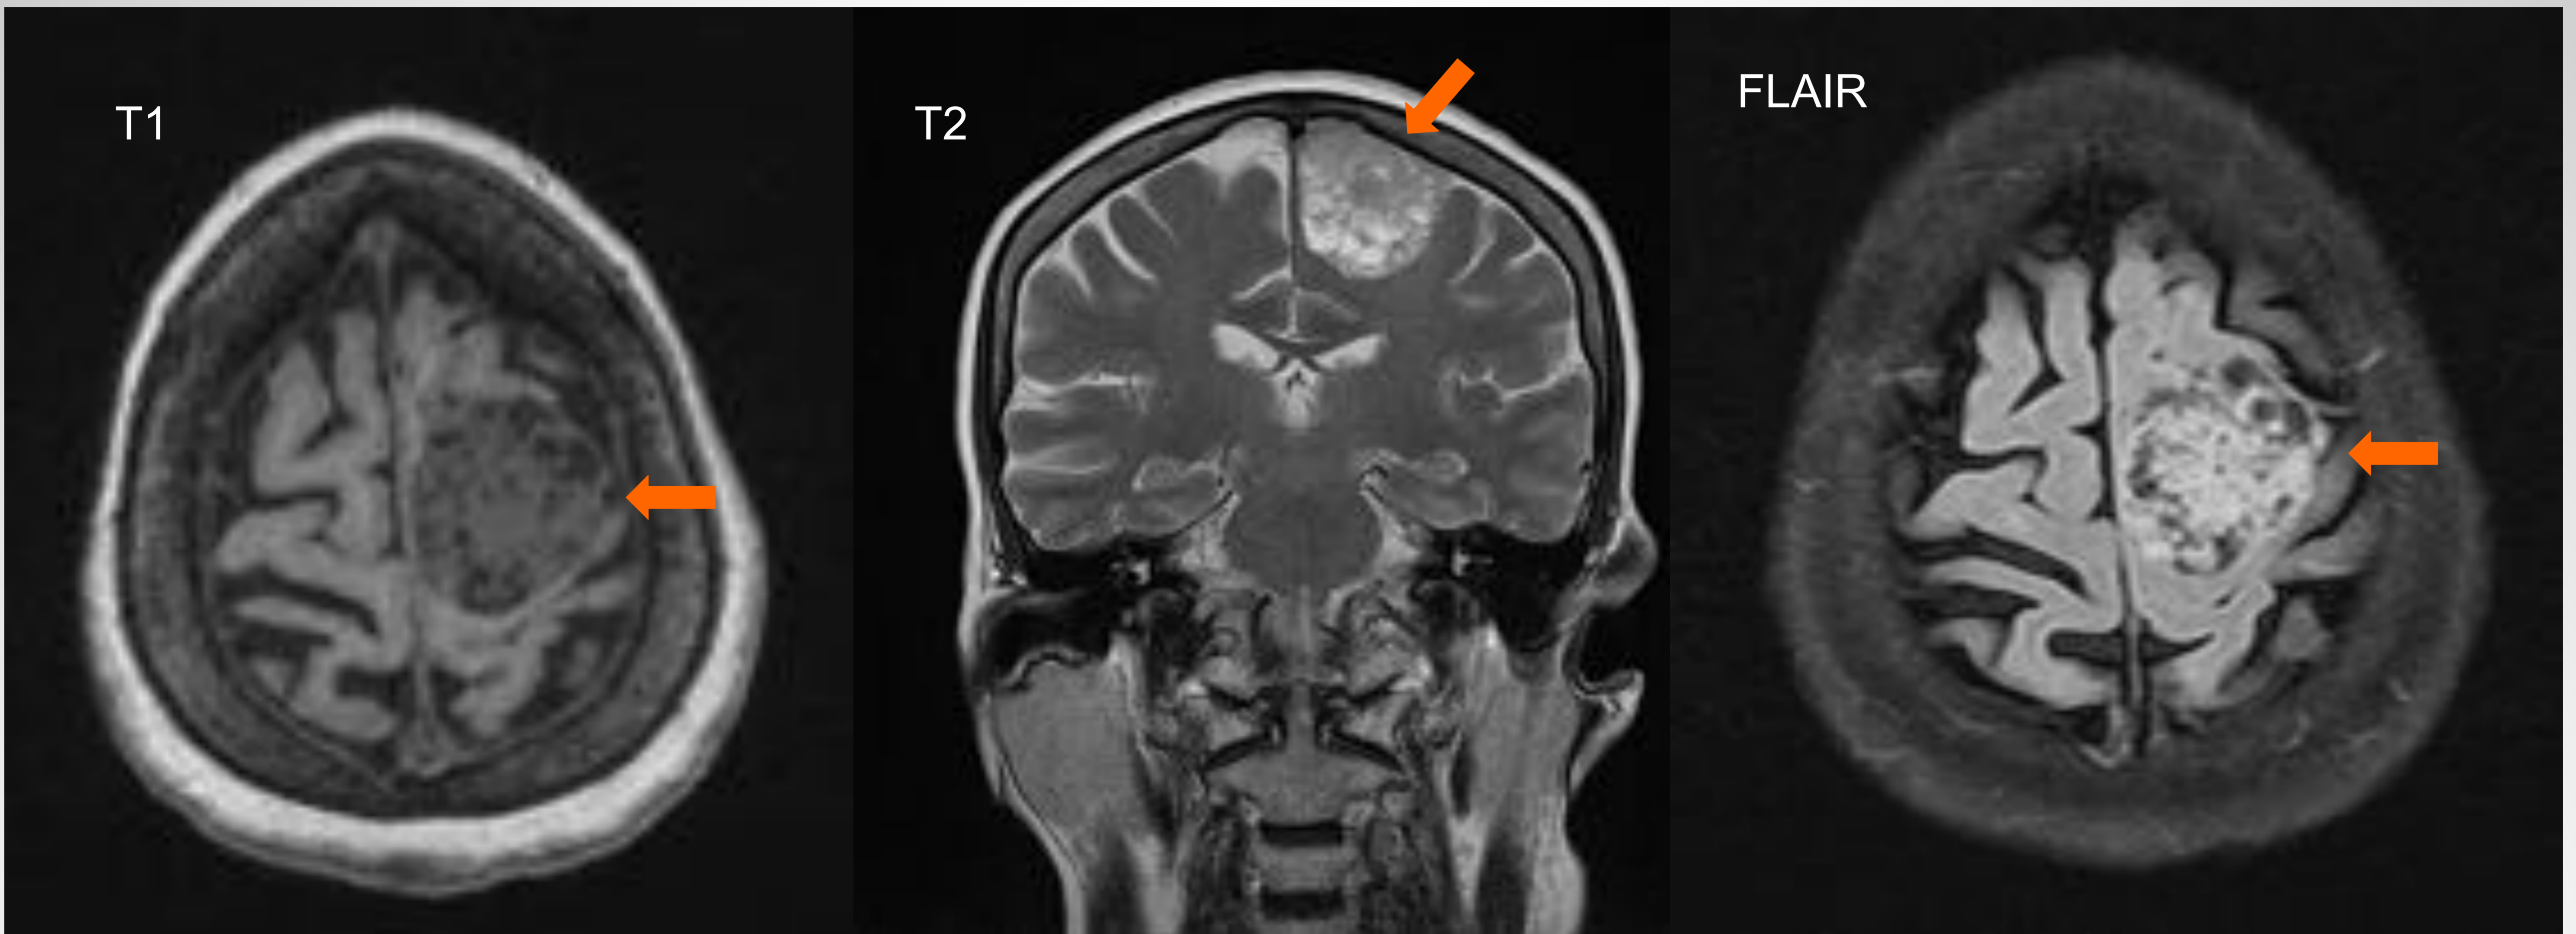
Imágenes de RM en secuencias T1 (plano axial), T2 (plano coronal) y FLAIR (plano axial) de un paciente diagnosticado de un meningioma quístico tras debutar con crisis comiciales. Se observa una lesión extraaxial sólida-quística (flecha) localizada en convexidad frontal izquierda, heterogénea, con un componente sólido isointenso en T1 y con áreas quísticas intratumorales que presentan hiperintensidad en T2 y muestran supresión de la señal en FLAIR.
